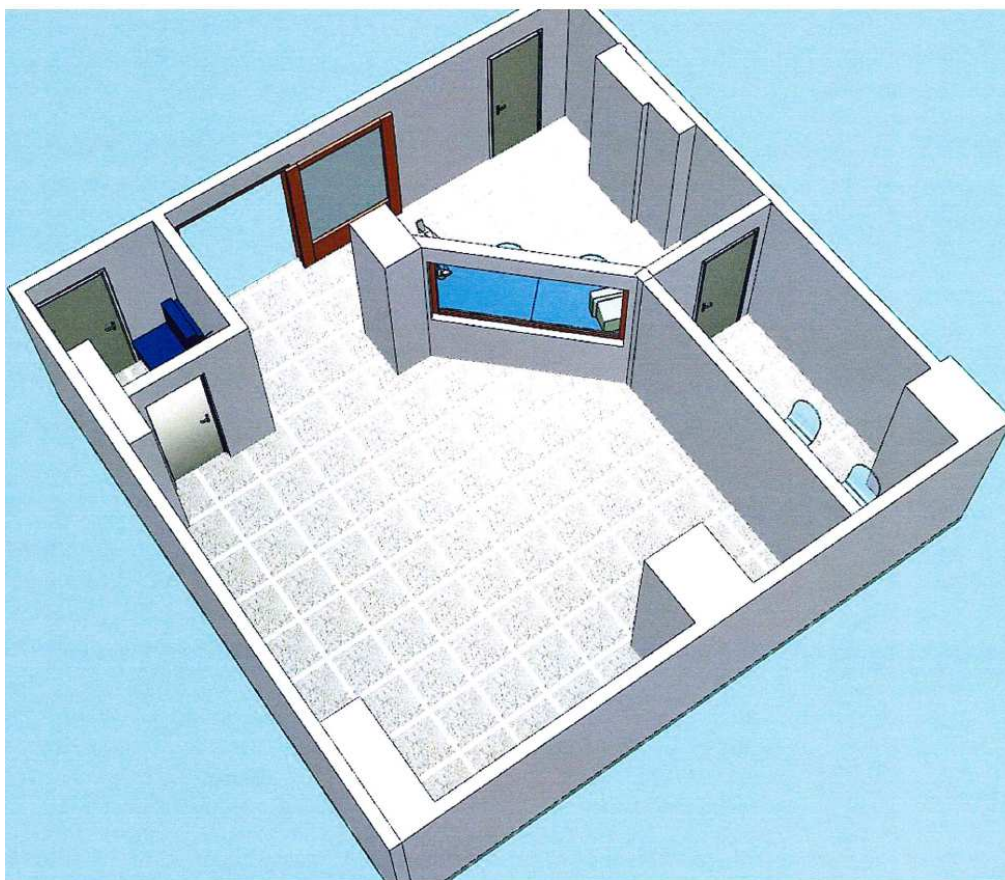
Planimetria sala CT
